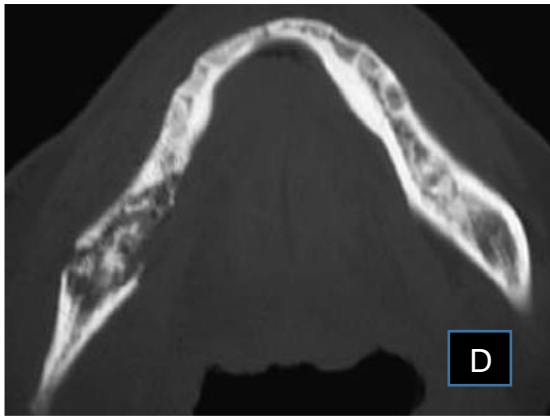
D, tomografía computarizada axial mostrando lesión de la mandíbula derecha. E, tomografía computarizada coronaria que muestra lesión esclerótica de la mandíbula derecha con áreas de hueso "comido por la polilla"⁷.
